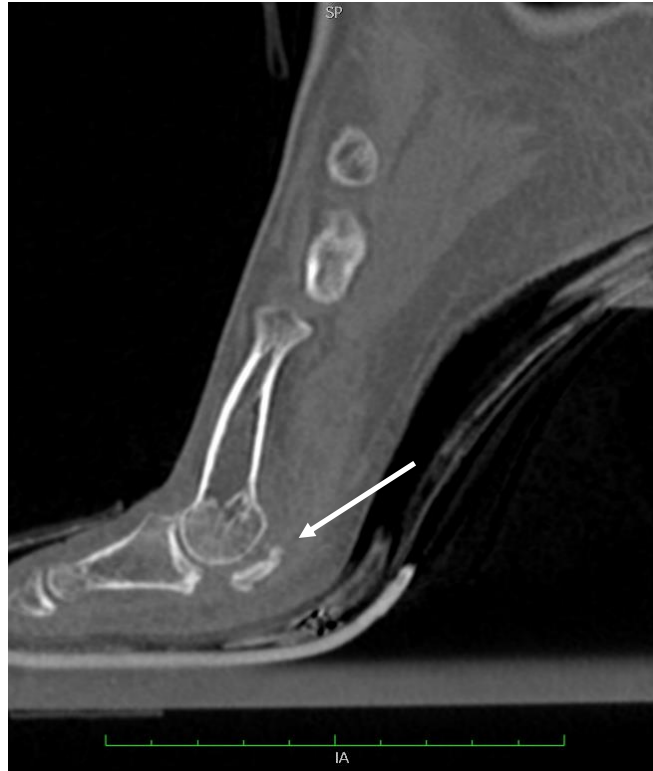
КТ стопы в сагиттальной проекции: видно формирование пространства между сесамовидной костью и головкой первой плюсневой, которое не уменьшается при нагрузке, что связано с образованием фиброза, выполняющего функцию хряща в условиях сниженной функциональной нагрузки [28]
